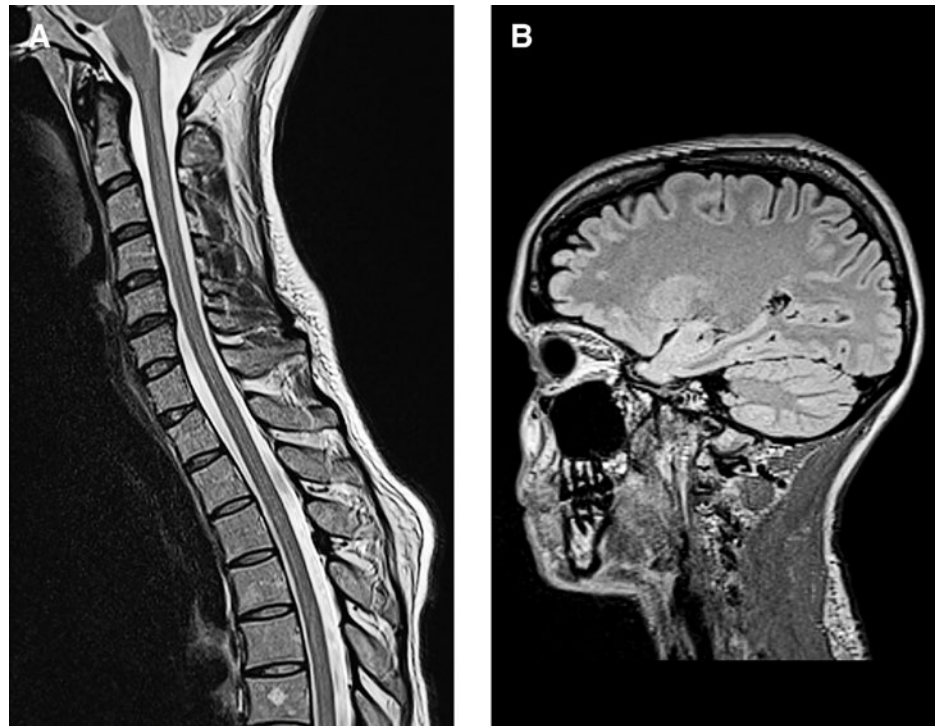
Sagittalschnitte des spinalen (A) und des zerebralen (B) Magnetresonanztomogramms in T2-Wichtung mit Gadolinium: Die vormalig bei Eintritt festgestellten Läsionen sind beinahe nicht mehr zu erkennen und zeigen kein Anzeichen von Aktivität.
